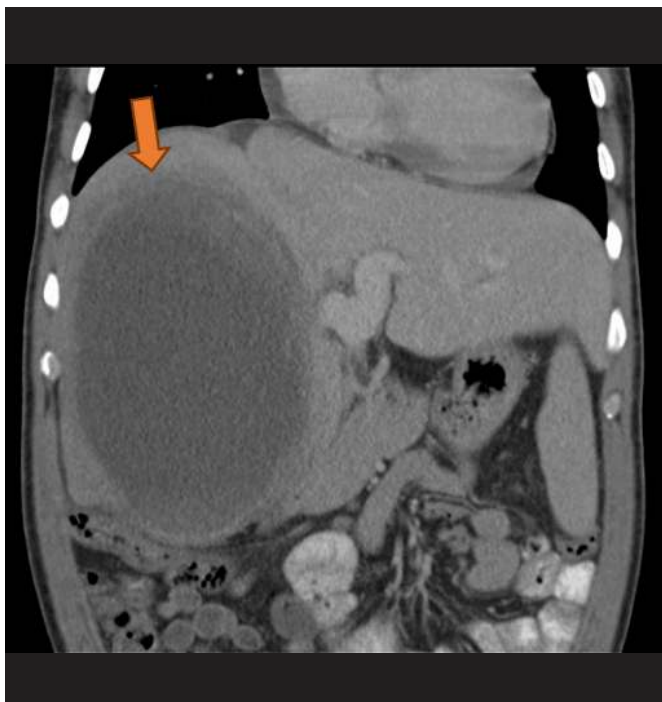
TAC Abdominal à data de diagnóstico – Caso Clínico 1 (corte coronal).
